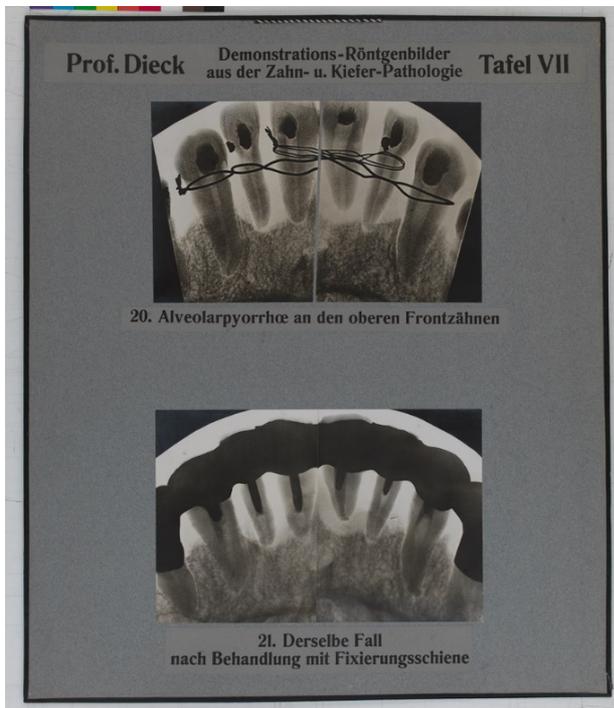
Röntgentafel LT 76¹
